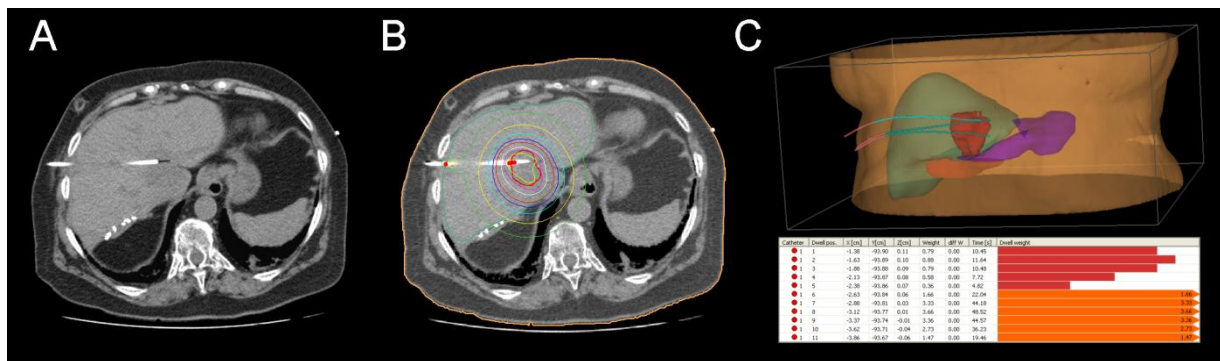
CT-gestützte HDR-Brachytherapie
